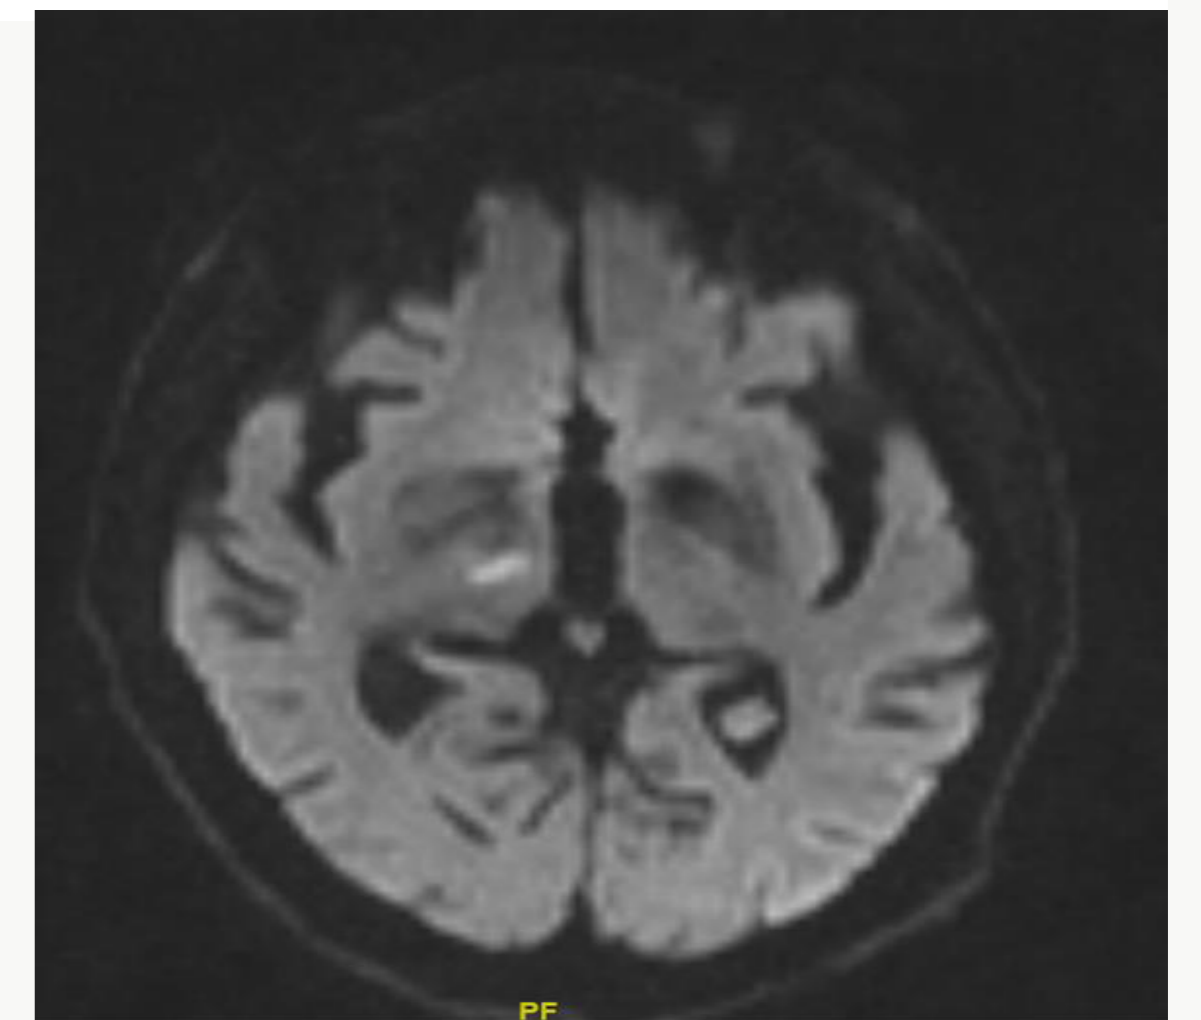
RM cerebral de difusión. Corte axial. Lesión hiperintensa en tálamo derecho.
